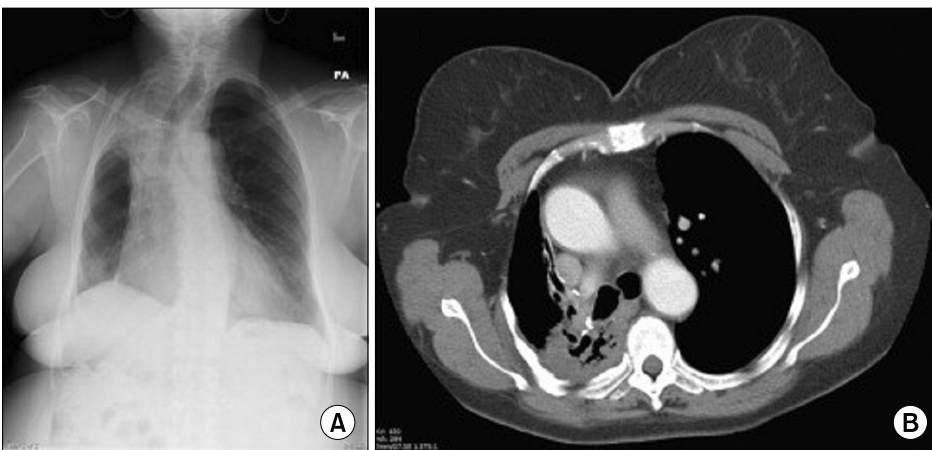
Late radiation-associated pulmonary fibrosis 7 years after treatment. (A) Chest X-ray. (B) Computed tomographic (CT) scan.
